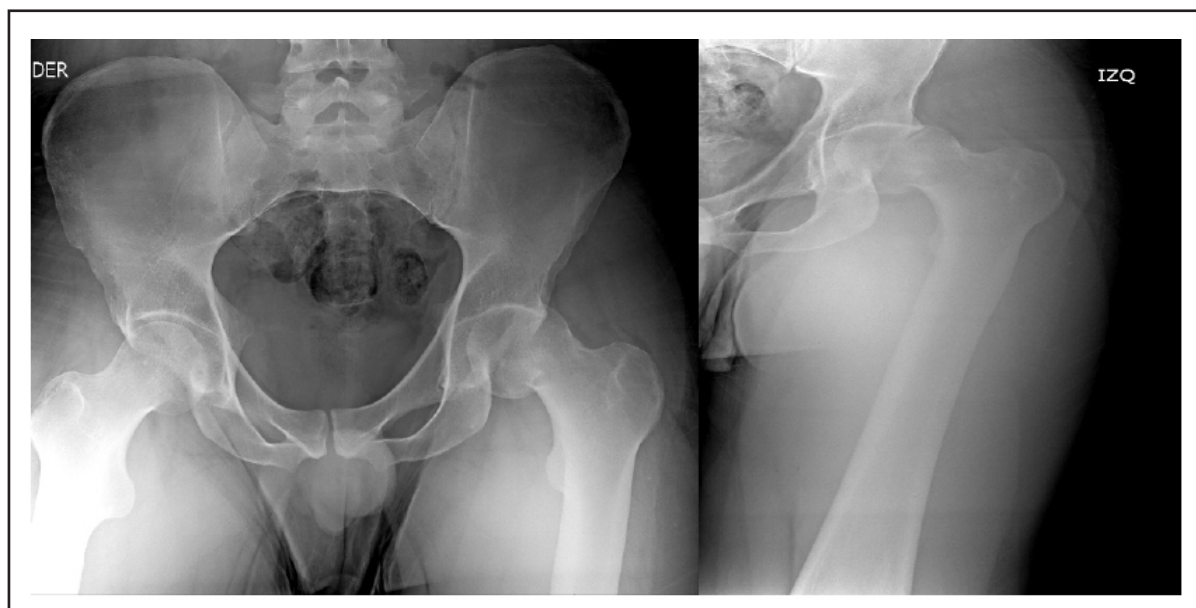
Radiografías preoperatorias AP de pelvis (izquierda) y lateral de cadera izquierda (derecha). Se evidencia luxación posterior de cadera izquierda con desplazamiento de la cabeza femoral fuera del acetábulo, con pérdida de la congruencia articular. Hallazgo compatible con luxofractura Pipkin tipo IV.
